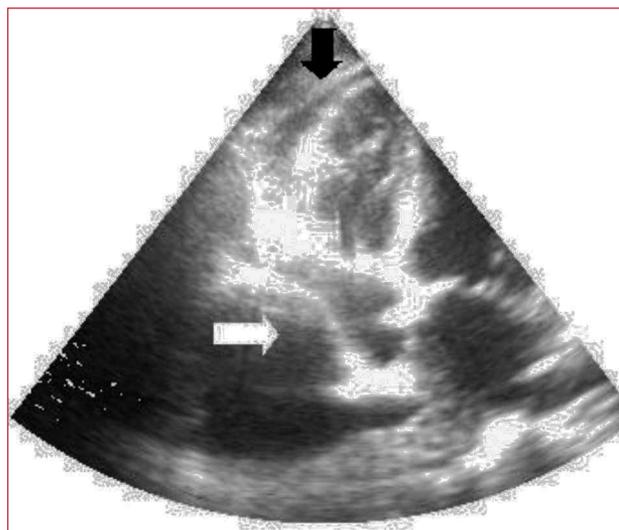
Ecocardiograma. Flecha blanca: colapso auricular derecho por derrame pleural. Flecha negra: mínimo derrame pericárdico.
